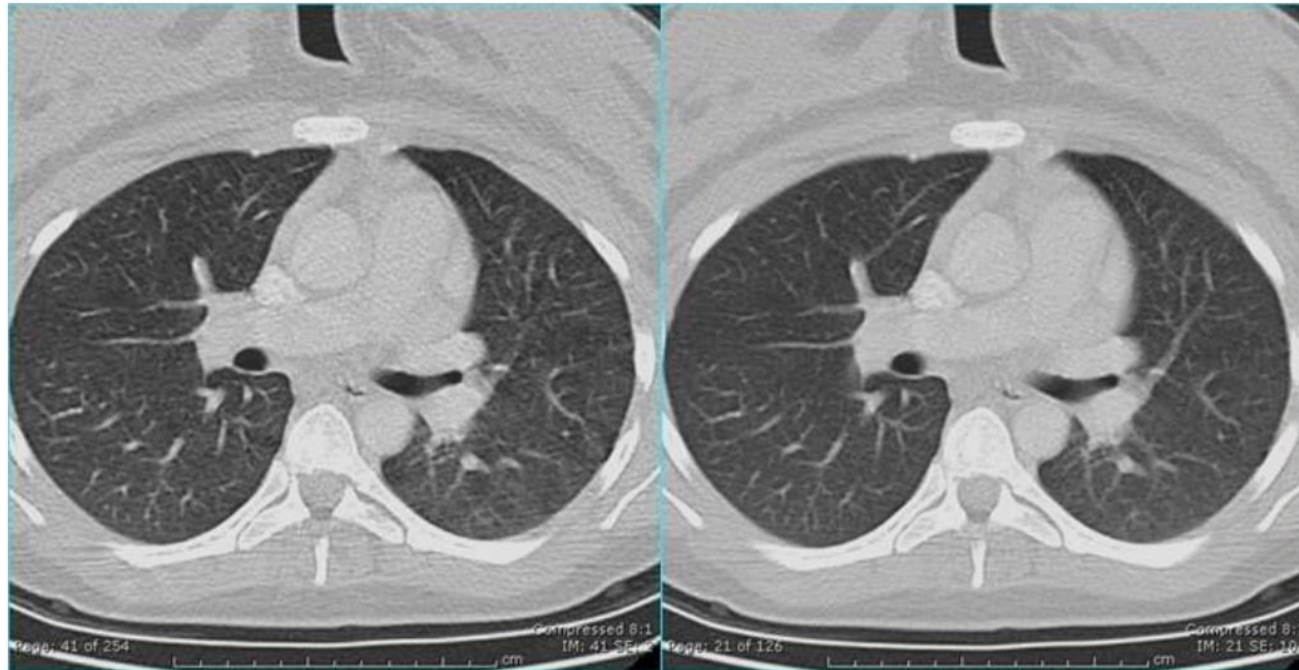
CT chest images with contrast taken at 120 kV. The image on the left is with the standard exposure and the one on the right has double the mAs. The clinical image quality difference between the two images is slight and there is no gain in diagnostic information from the higher exposure. CT exposure factors are strongly dependent on patient size. (K. Applegate, Dept of Radiology, University of Kentucky, retired)
